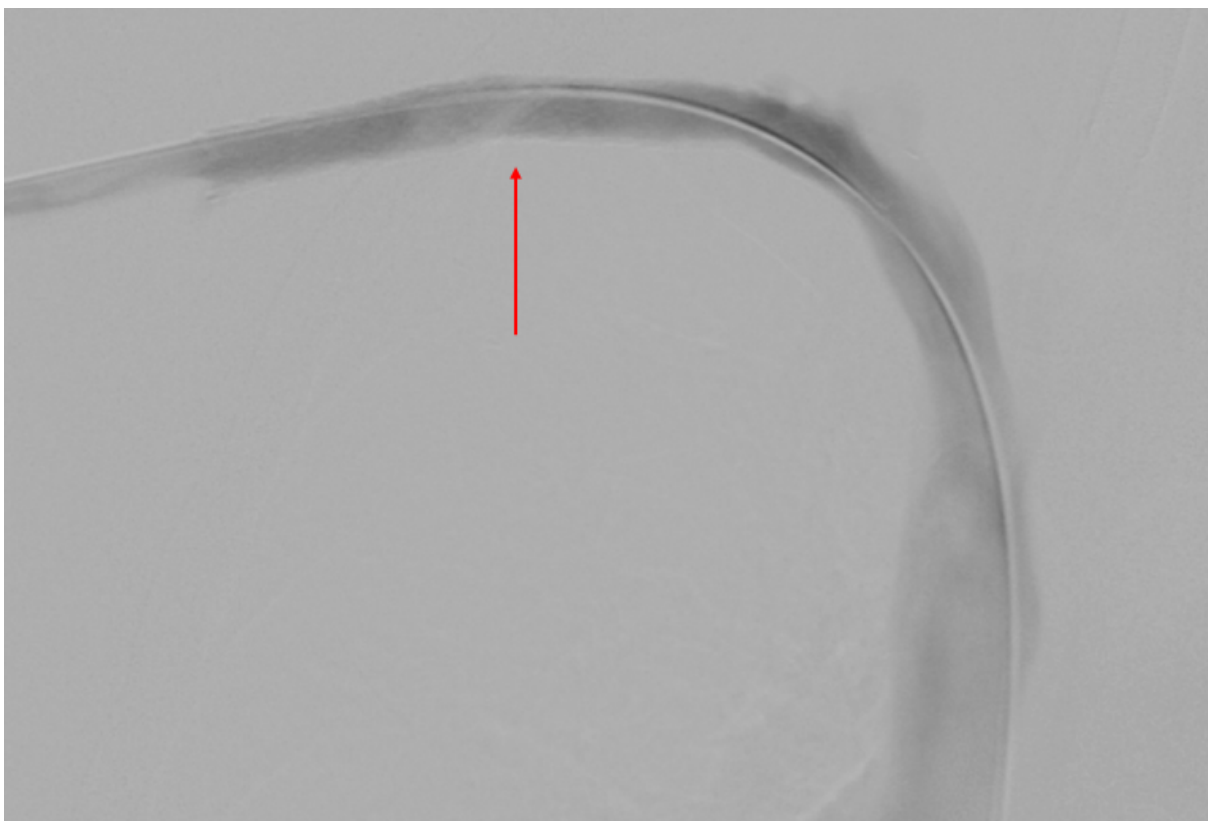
Flebotomografía de control tras pre-dilatación mediante angioplastia con balón e implantación de dos *stents* autoexpandibles específicos para vena (flecha roja).
